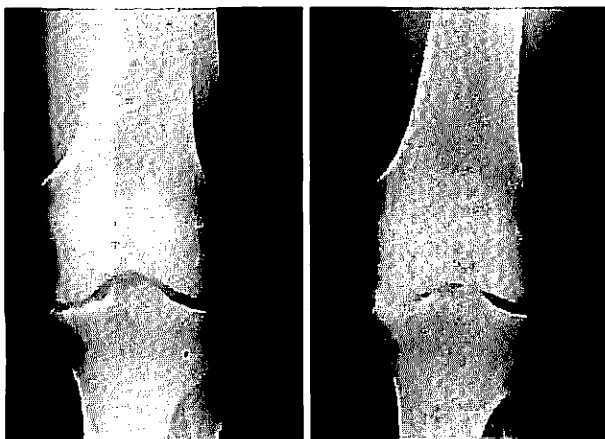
Left : Non-weight-bearing X-ray ; right : Weight-bearing X-ray.
